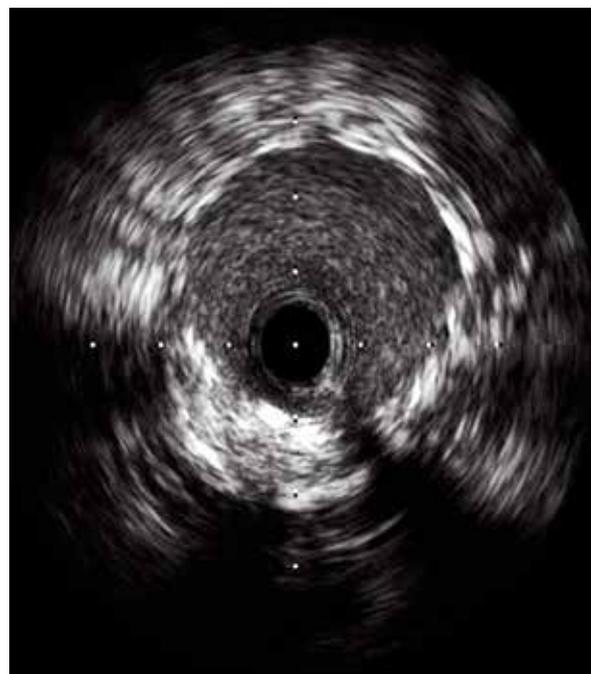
ВСУЗИ ОА: результат стентирования в месте деформации ранее установленного стента.
